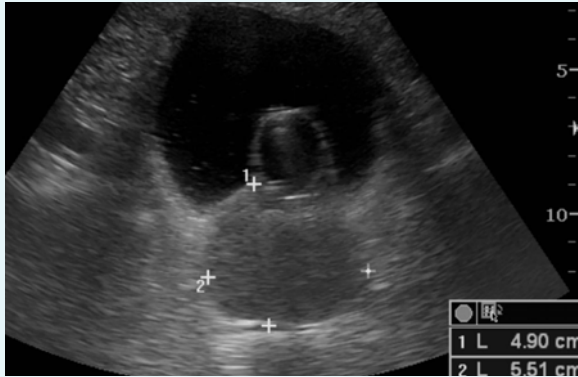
Estudio con ultrasonidos del aparato urinario. Engrosamiento difuso de la pared vesical con trabeculación y pseudodivertículos, en relación con vejiga de lucha. Sonda vesical. Importante crecimiento prostático.
